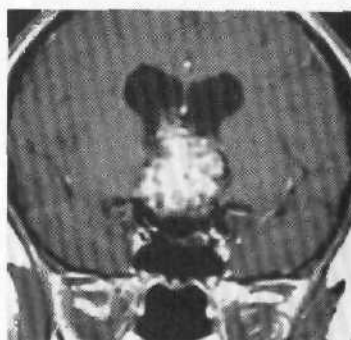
Кавернома межжелудочковой перегородки и III желудочка. МРТ, T_1 -режим.
